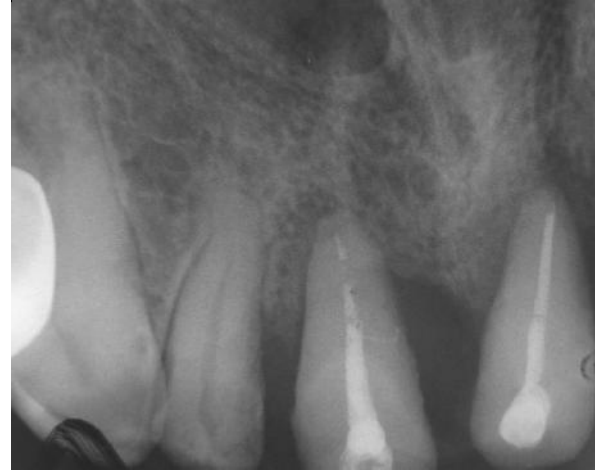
Копия прицельной рентгенограммы того же больного. Определяется выраженная краевая тень новообразованной костной ткани межальвеолярных перегородок и уплотнение костных структур. 12 месяцев после операции.
